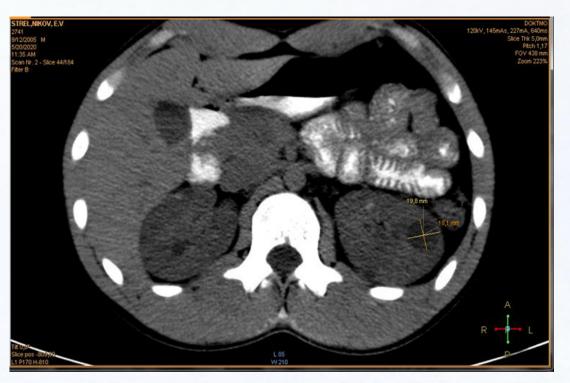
КТ-признаки поликистоза почек. Ребенок С., 16 лет
